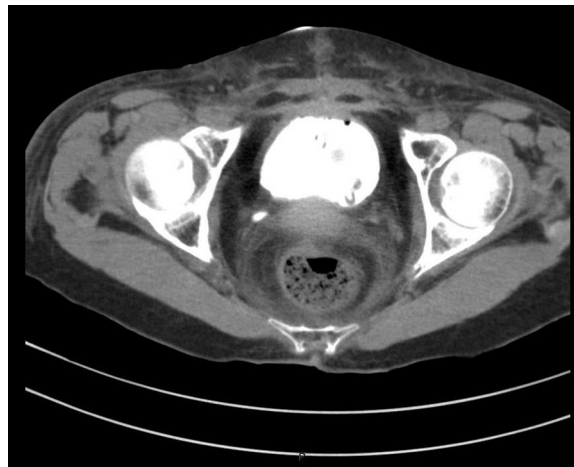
Tomografía abdominal contrastada de control. Muestra integridad de la vejiga sin extravasación del medio de contraste posterior a sutura de la vejiga.
